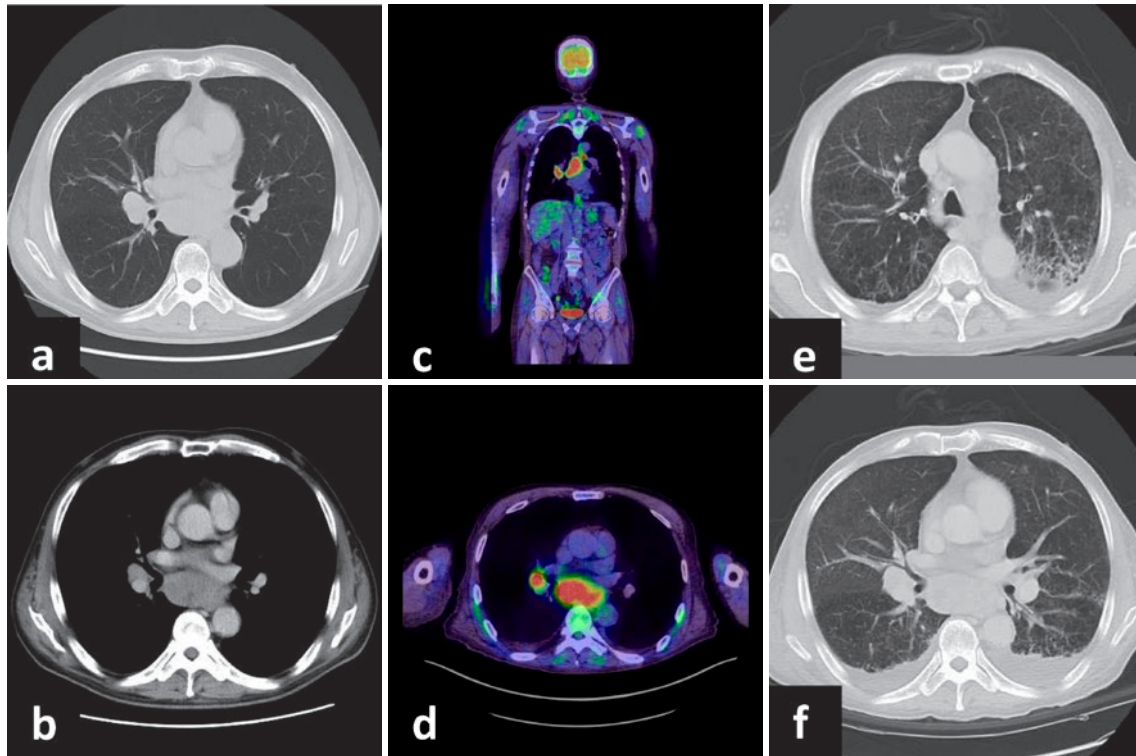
画像所見。(a, b) 胸腹部造影CT. 肺門・縦隔部の多発リンパ節腫大を認める。(c, d) PET-CT. 肺門・縦隔部, 鎖骨上窩のリンパ節および両肩にFDGの集積を認める。(e, f) 胸部単純CT. 両側上葉優位の広範なすりガラス様陰影, 左上葉の浸潤影, 両側胸水貯留を認めた。
